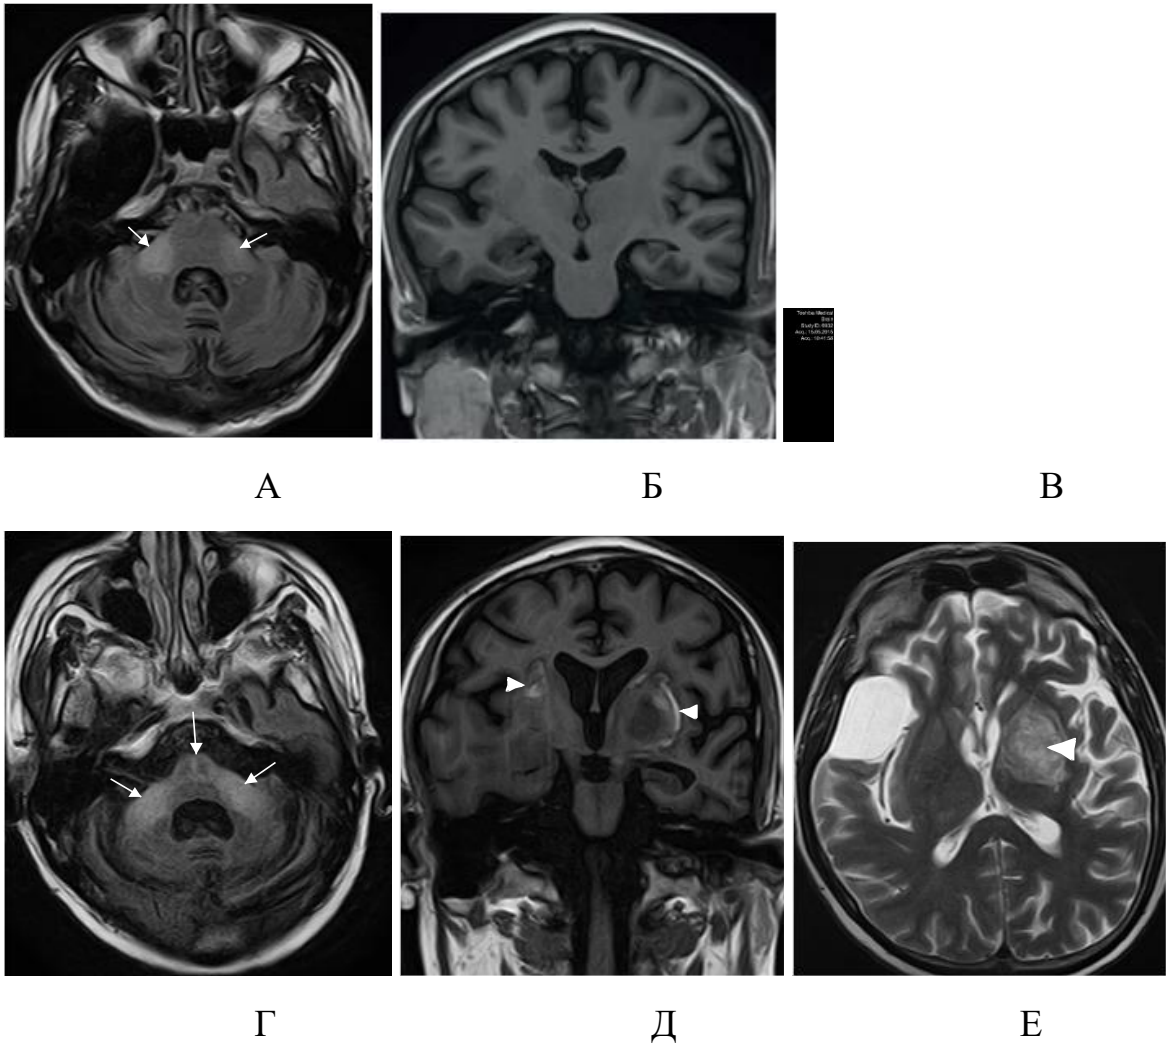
Пациент П., 30 лет (И/б 820). Энцефалит смешанной этиологии (ВИЧ, токсоплазменный, ЦМВ) с пирамидно-мозжечковой симптоматикой, выраженным когнитивным дефицитом, ПМЛ, СВИ. Арахноидальная киста правой височной доли. Психоорганический синдром. 30.08.2015 начало АРТ, CD4=8 кл/мкл (1%), ВН=637934 коп/мл. Неврологическое ухудшение в сентябре 2015г. с прогрессированием пирамидно-мозжечковой симптоматики, нарушением функций тазовых органов. CD4=14 кл/мкл (1%), ВН=72 коп/мл. В посеве ликвора возбудитель не выявлен. На МРТ: А, Г – FLAIR, Б, Д – T1 ВИ, В, Е – T2 ВИ выявляется отрицательная динамика на контрольной МРТ через 4 месяца (Г,Д,Е) по сравнению первичным сканированием (А,Б,В) в виде появления мультифокальных изменений в базальных ганглиях (головки стрелок) с умеренным масс-эффектом, увеличение размеров зоны демиелинизации в мозжечке с вовлечением моста (белые стрелки)
